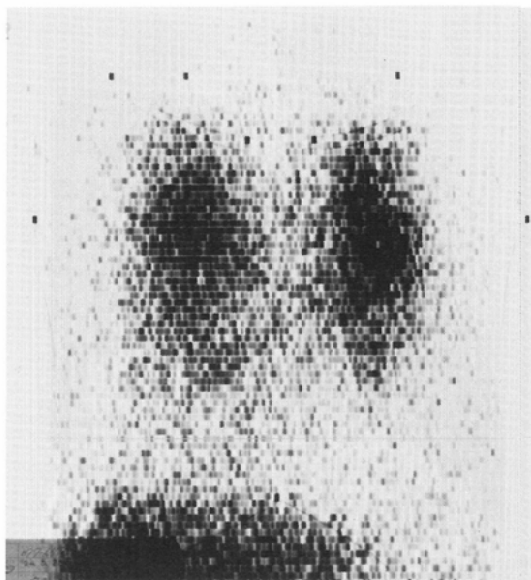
(May 28, 1979) Gallium-67 scintigram shows increased uptake throughout both lungs. The chest roentgenogram at same time (Fig. 7) demonstrated no sign of abnormal shadow suggesting drug related lung disease
